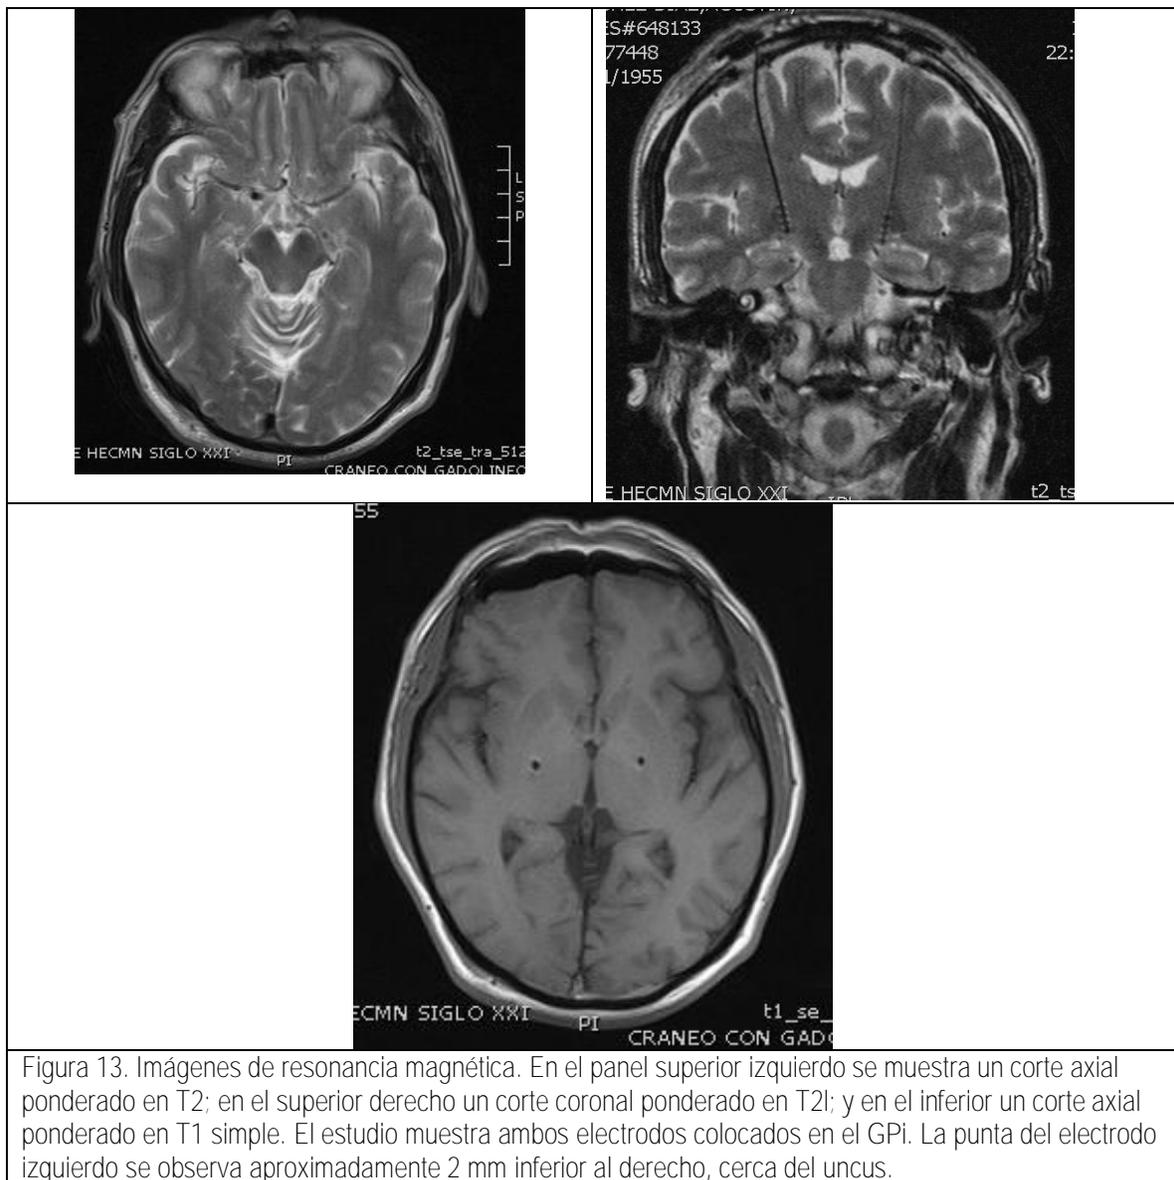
Imágenes de resonancia magnética. En el panel superior izquierdo se muestra un corte axial ponderado en T2; en el superior derecho un corte coronal ponderado en T2; y en el inferior un corte axial ponderado en T1 simple. El estudio muestra ambos electrodos colocados en el GPi. La punta del electrodo izquierdo se observa aproximadamente 2 mm inferior al derecho, cerca del uncus.
